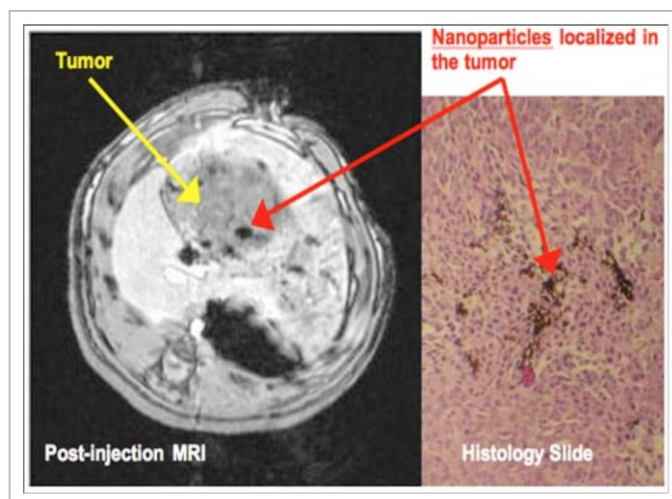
Imagen de MRI y un corte histológico que muestra la localización de las NPs en un tumor de hígado. Tomada de *Nanotechnology* 20: 305101 (2009).
